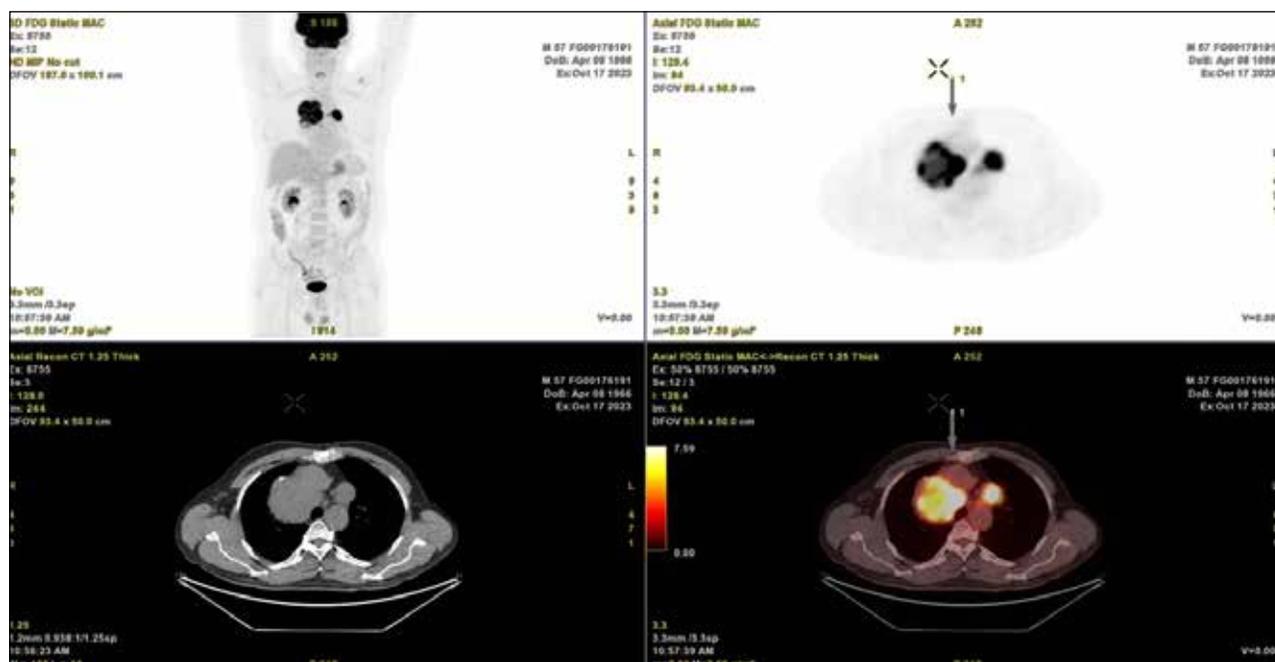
Контрольная ПЭТ КТ от 17.10.2023 — зарегистрирована прогрессия
